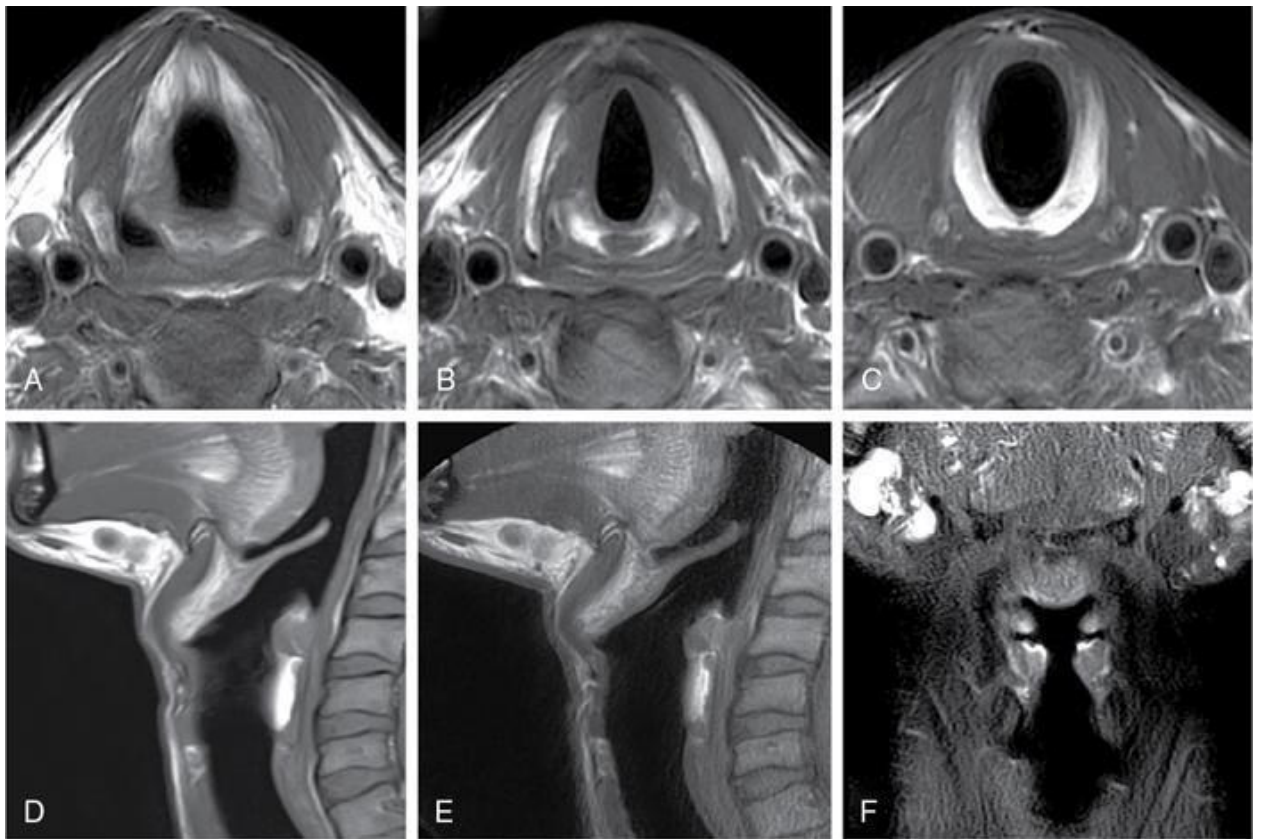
RMN laringe. Imagini axiale T1W la niveluri supraglotice (A), glotice (B) și subglotice (C). Imagini T1W sagital (D) și STIR sagital (E) și coronal (F). [11]
